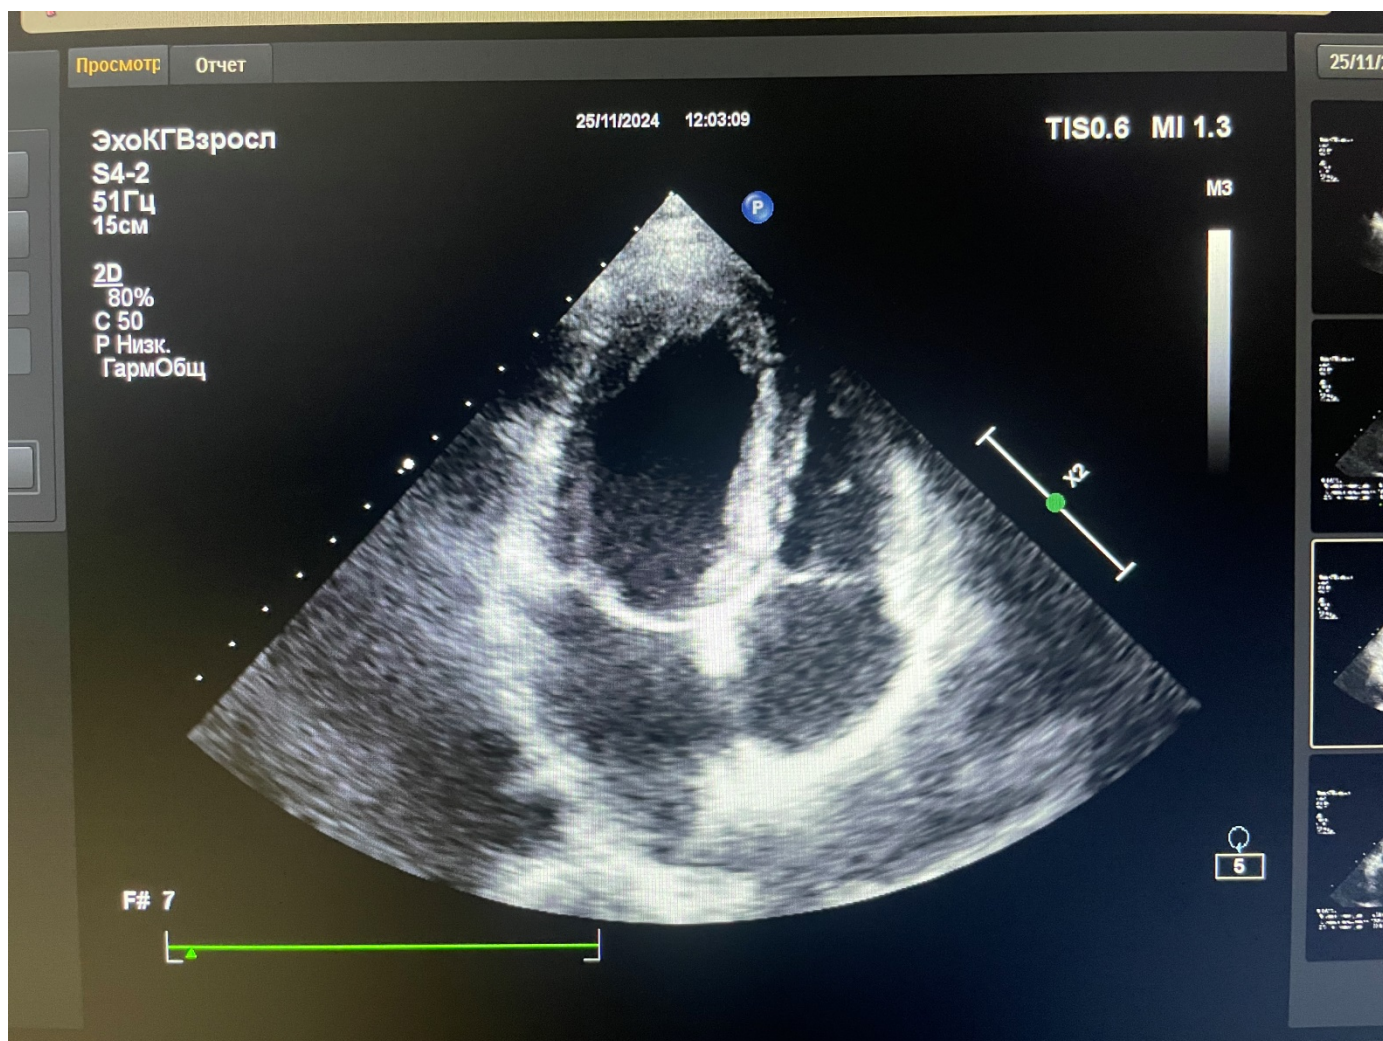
Фото трансторакальной эхокардиографии от 21.11.24. Апикальная позиция.
